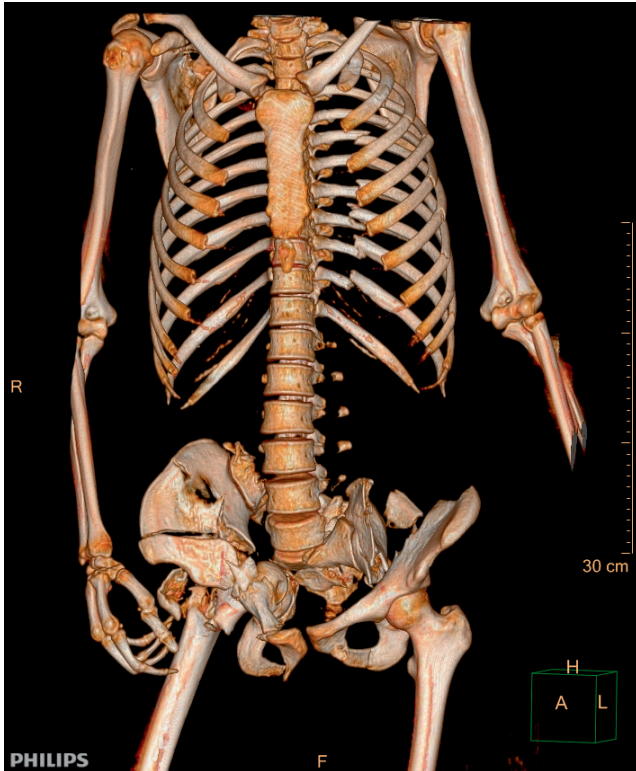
Компьютерная томография. 3D-реконструкция. Вид спереди. Множественные переломы ребер, поперечных отростков позвонков, костей таза, правой бедренной кости
